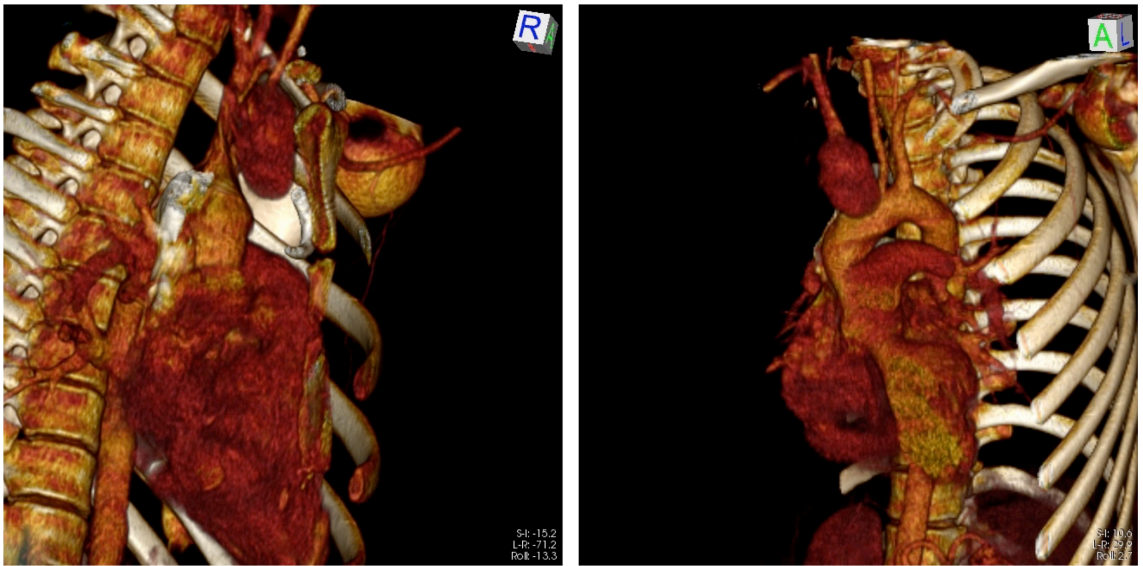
Imagens de reconstrução de angiotomografia evidenciando aneurisma de tronco braquiocefálico.
